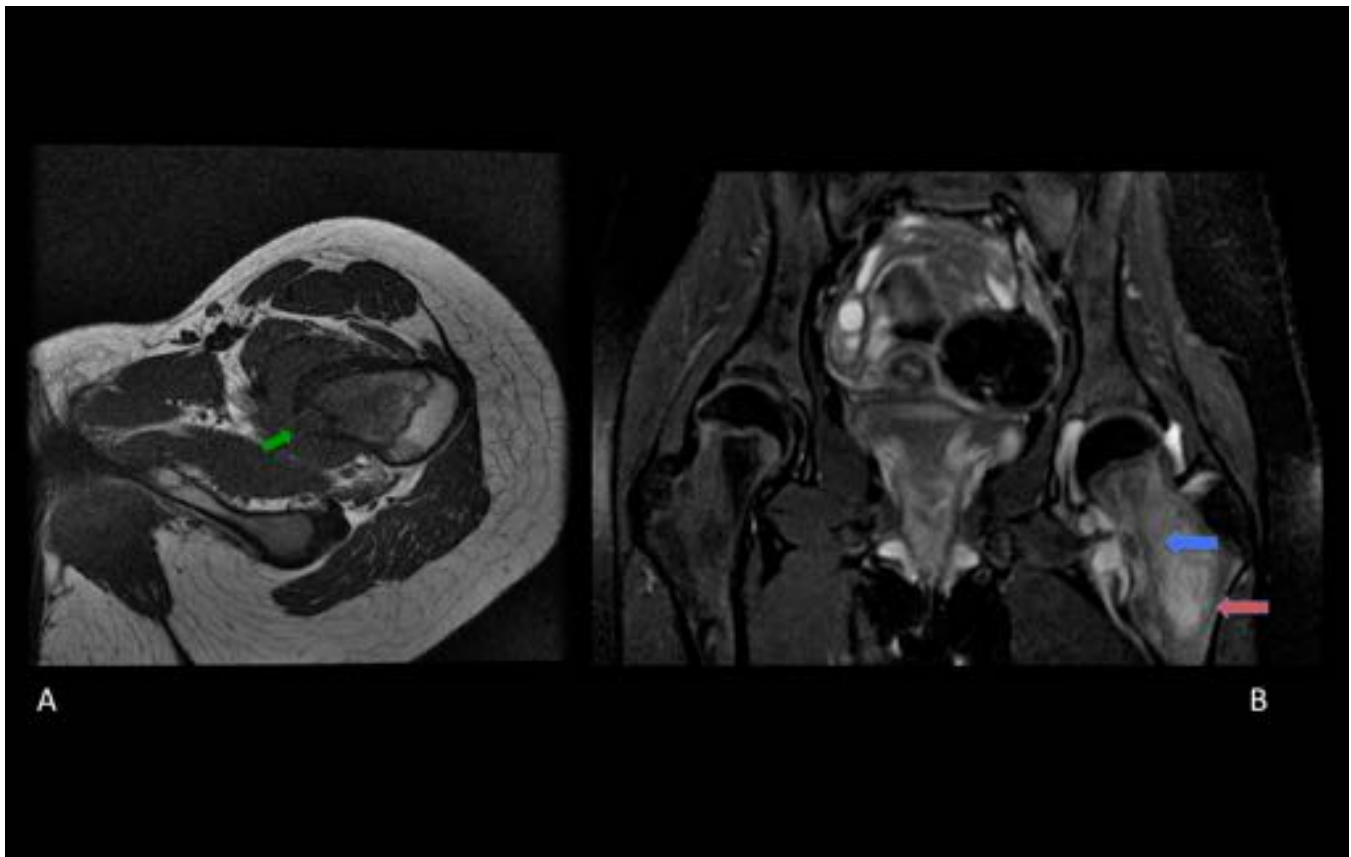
Osteoma osteoide. Misma niña de figura 23. RM. A. Axial SE T1: Reborde escleroso e interrupción de la cortical medial (flecha verde). B. Coronal DP FS: Lesión intracortical en cuello femoral izquierdo (flecha azul) con llamativo edema óseo (flecha roja) a lo largo del cuello femoral y significativo derrame articular.
